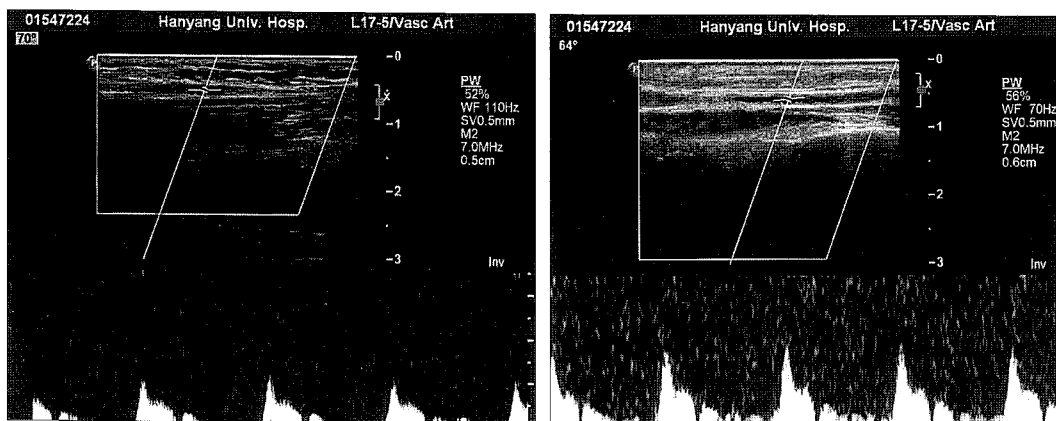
(Left) Preoperative and (Right) postoperative color Doppler finding showed a postoperative increase of blood flow reaching the double of the preoperative value.
